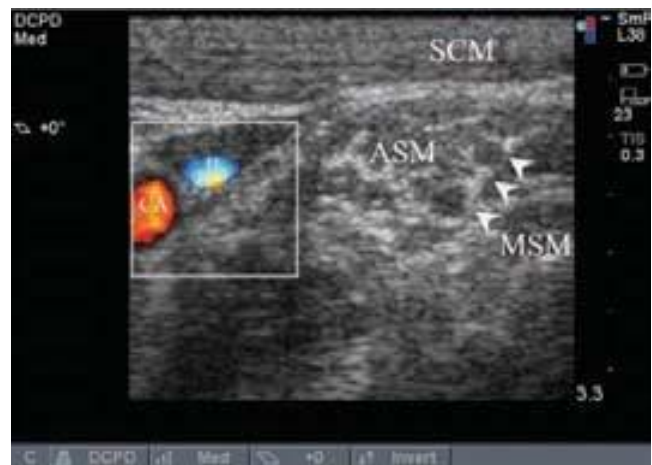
Imagen ultrasonográfica del surco interescaleno. SCM = músculo esternocleidomastoideo; ASM = músculo escaleno anterior; MSM = músculo escaleno medio; CA = carótida con flujo Doppler; IJ = yugular interna con flujo Doppler. Las flechas indican el plexo braquial en el surco interescaleno.
